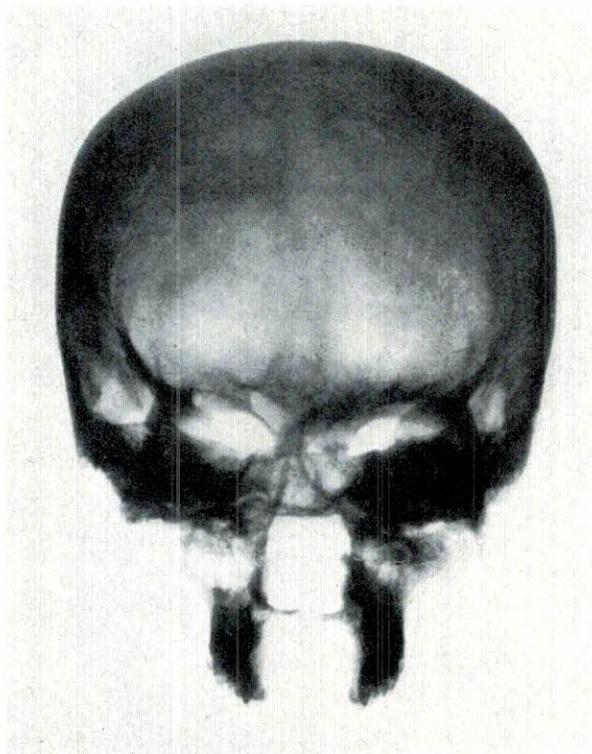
Radiografia del cranio di un individuo trovato nelle necropoli di Spina: osteoporosi microareolare.
